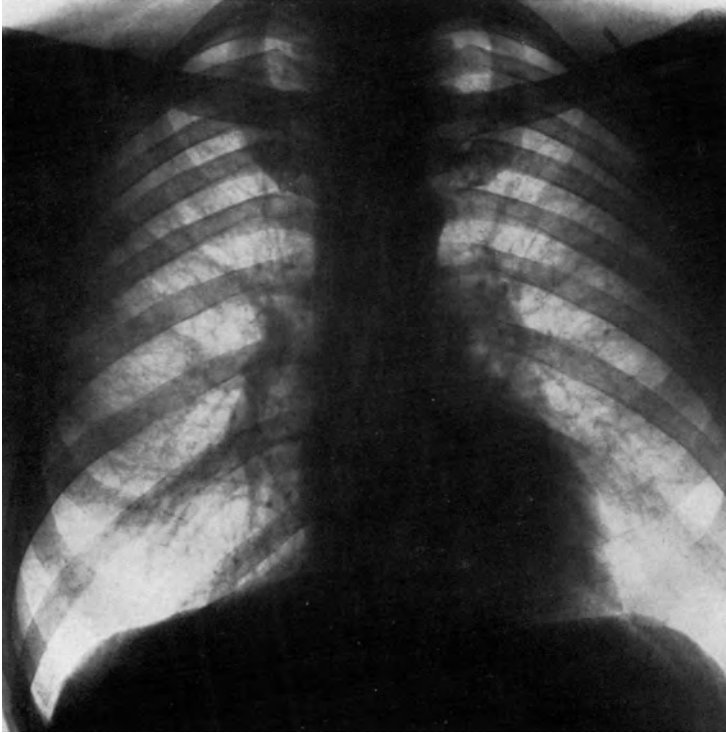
Röntgenaufnahme von Sch. W. 1955
